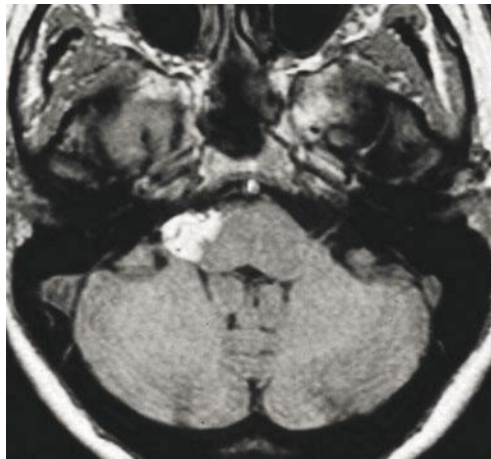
IRM de l'APC en hypersignal en T1 sans rehaussement
